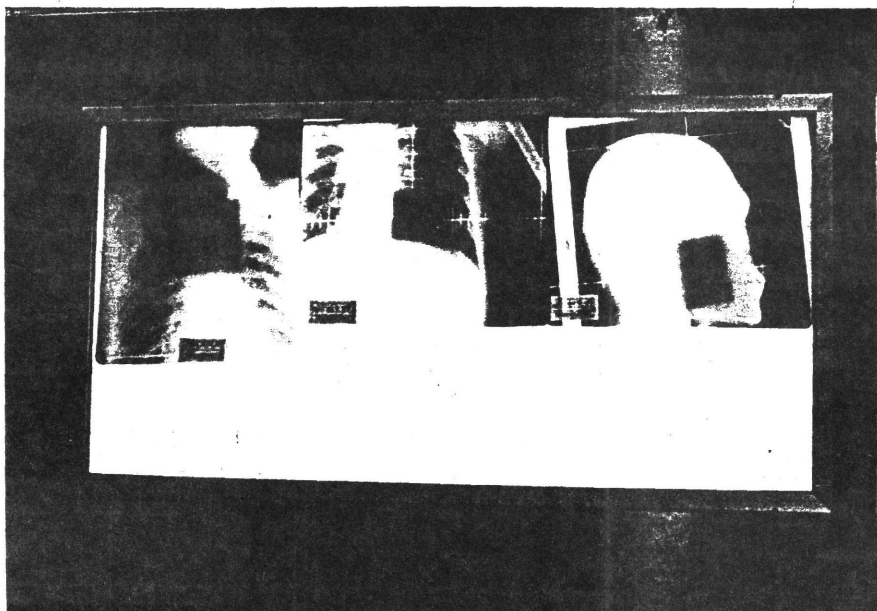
Positioning films exposed a patient to X-rays and neutrons.
